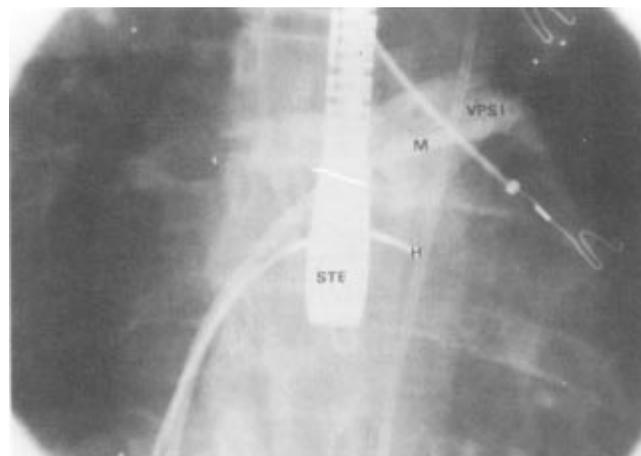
Imagen fluoroscópica en proyección anteroposterior que muestra en primer plano la sonda transesofágica (STE) del ecocardiograma. En segundo plano se observa el introductor de Mullins (M) a través del septum interatrial, por ahí se inyectó material de contraste que permite visualizar la vena pulmonar superior izquierda (VPSI), con lo que se comprueba la ubicación dentro de la aurícula izquierda. Se observa también el catéter Josephson colocado a nivel del haz de His (H).
